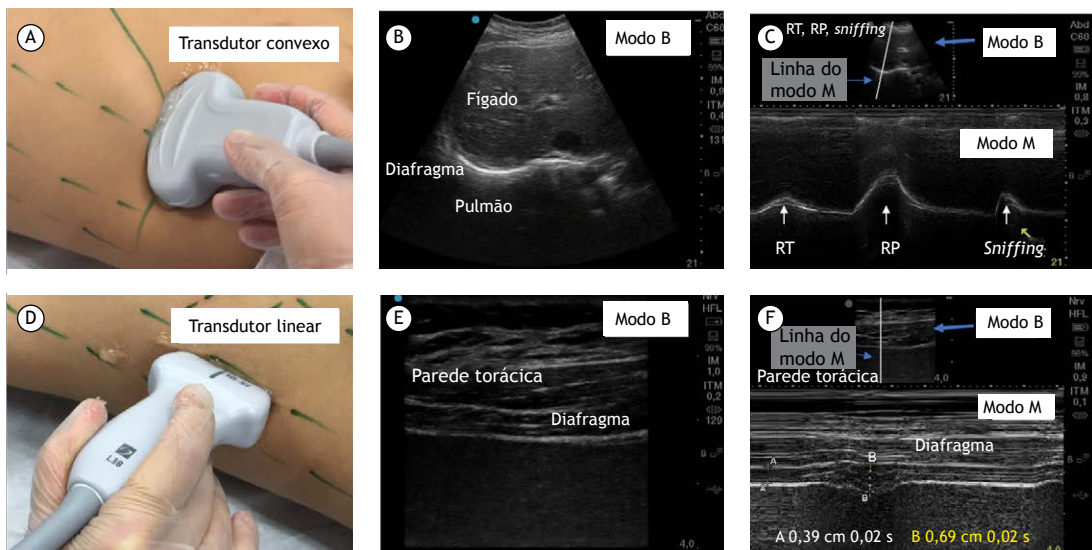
Um transdutor convexo (A) usa uma frequência mais baixa, permitindo uma penetração profunda e um amplo campo de visão. Em um transdutor convexo, os cristais estão dispostos ao longo de uma forma curva (A). Os feixes de ultrassom emitidos pelos aspectos laterais do transdutor resultam em diminuição da resolução lateral e em uma imagem em forma de torta na tela (B e parte superior de C). Os transdutores convexos são usados principalmente para exames abdominais em virtude de sua vista mais ampla e mais profunda. Um transdutor linear (D) emite um feixe com alta frequência (6-12 MHz), proporcionando melhor resolução e menos penetração, o que o torna ideal para a criação de imagens de estruturas superficiais. Os cristais estão dispostos linearmente no interior de uma cabeça plana e produzem ondas sonoras em linha reta. A imagem produzida é de forma retangular (E) com alta resolução lateral. Os modos de imagem são demonstrados em B, C, E e F. O diafragma visto em modo B, também conhecido como imagem em tempo real (B e E). A ultrassonografia em modo B apresenta um corte bidimensional de uma estrutura tridimensional, proporcionando uma vista transversal. O diafragma visto em modo M (C e F), que mostra a movimentação de uma determinada estrutura ao longo do tempo através da colocação de uma linha vertical (exploratória, modo M) no plano direcionado do transdutor, durante a respiração tranquila (RT), a respiração profunda (RP) e a manobra de *sniffing* (fungada voluntária). A linha do modo M está ancorada na parte superior e central da tela, embora sua orientação e direção possam ser ajustadas lateralmente. Na tela, a movimentação da estrutura é representada no eixo y, e o tempo, no eixo x, em segundos. A ultrassonografia em modo M permite alta resolução de tempo.
